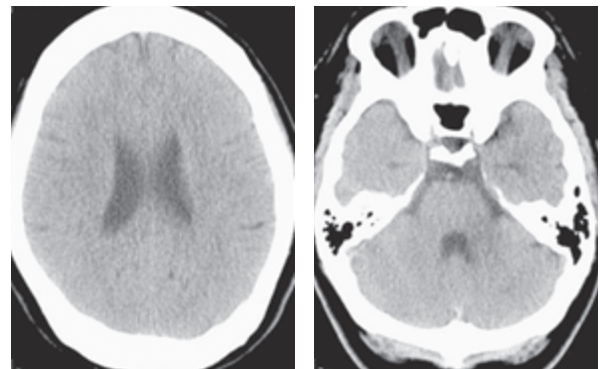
第1病日 頭部 CT: 皮髄境界が不鮮明であり, びまん性に脳腫脹を認めた。
